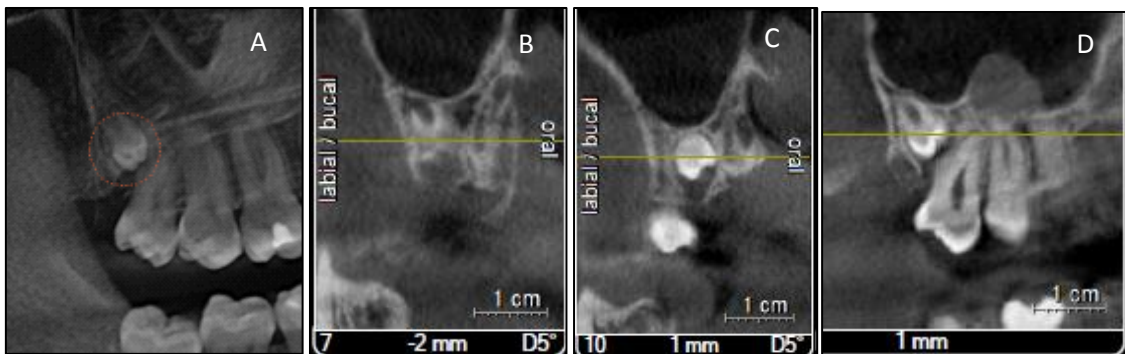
Secções de radiografias mostrando a presença de quartos molares na maxila.
